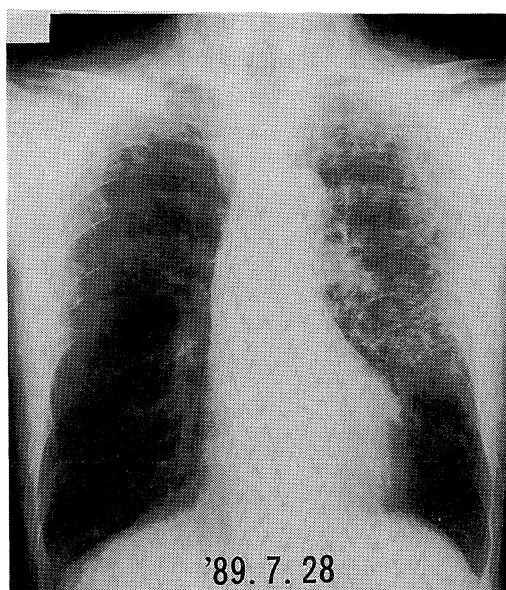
Chest roentgenogram on admission reveals micronodular shadows in left upper and middle lung field.
